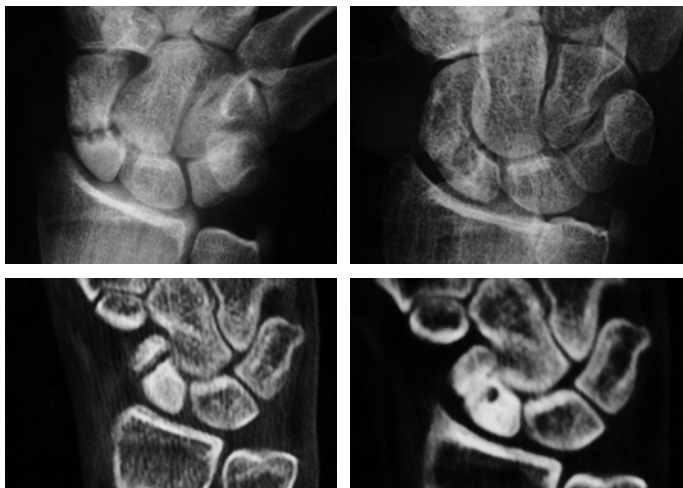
Imágenes radiológicas y de TAC de una ausencia de consolidación estable antes de la intervención (izquierda) y a los 6 meses de la cirugía (derecha). Se aprecia una consolidación completa e incorporación total del injerto óseo, objetivándose el orificio originado por el paso de rosca del tornillo.
